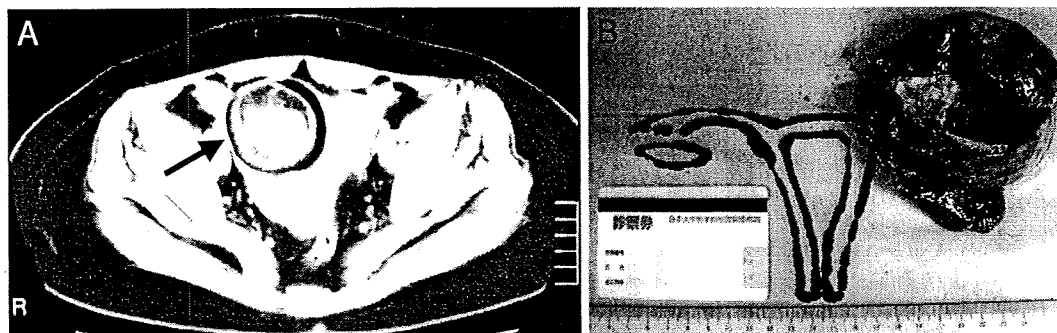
自施設AJFNHE発端例の卵巣奇形腫の骨盤CT所見と肉眼所見
